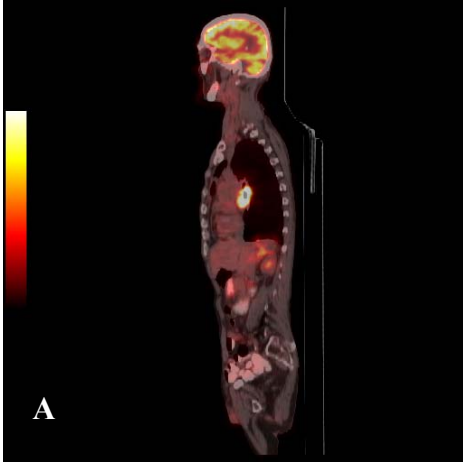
Küçük hücreli akciğer kanseri tanılı 66 yaşında erkek hastada multiple kemik metastazı: A-Pozitron emisyon tomografisi görüntüsü, B-Koronal pozitron emisyon tomografisi füzyon görüntüsü, C-Sagittal pozitron emisyon tomografisi füzyon görüntüsü, D-Aksial pozitron emisyon tomografisi füzyon görüntüsü.
